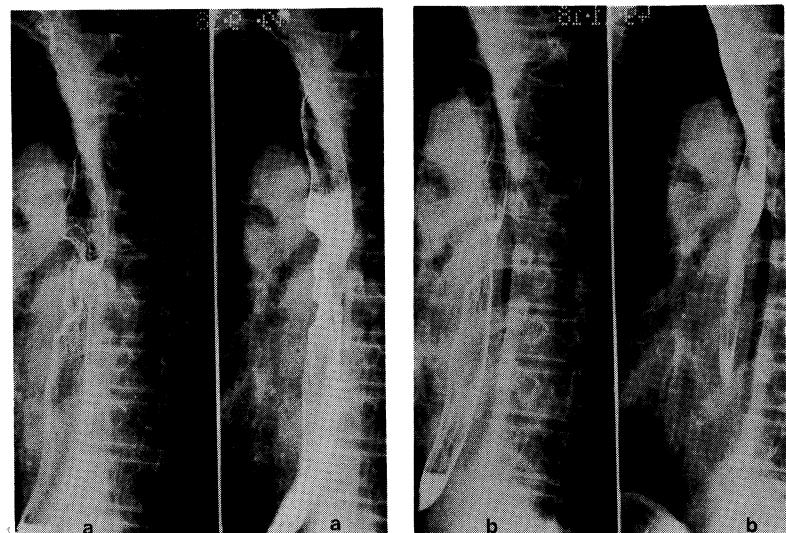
(Case 1) a Roentgenography before radiation.
